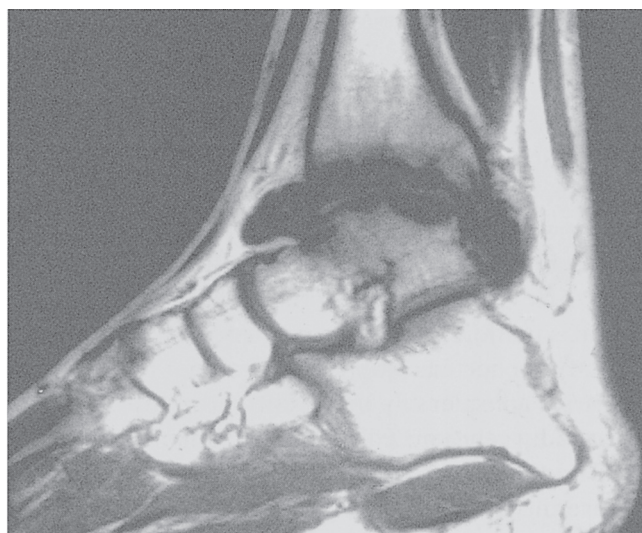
足関節 MRI 側面像で血友病性滑膜炎が著しい。早期に放射線性滑膜浄化術の適応とすべきである。
